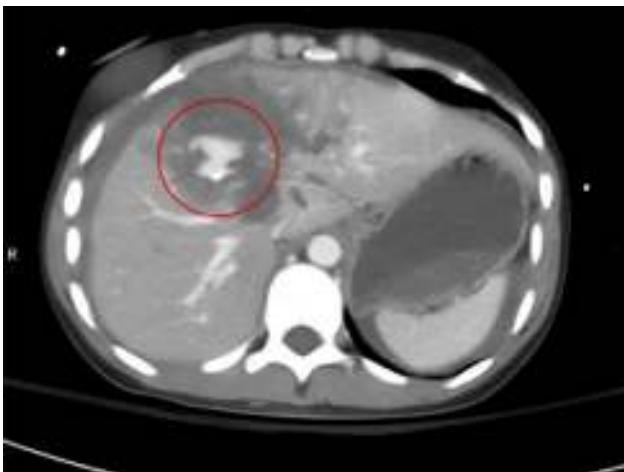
Tomografía computada con contraste intravenoso que ejemplifica una lesión grado IV de la AAST-OIS con presencia de extravasación activa de material de contraste (blush) señalado con el círculo en color rojo.
